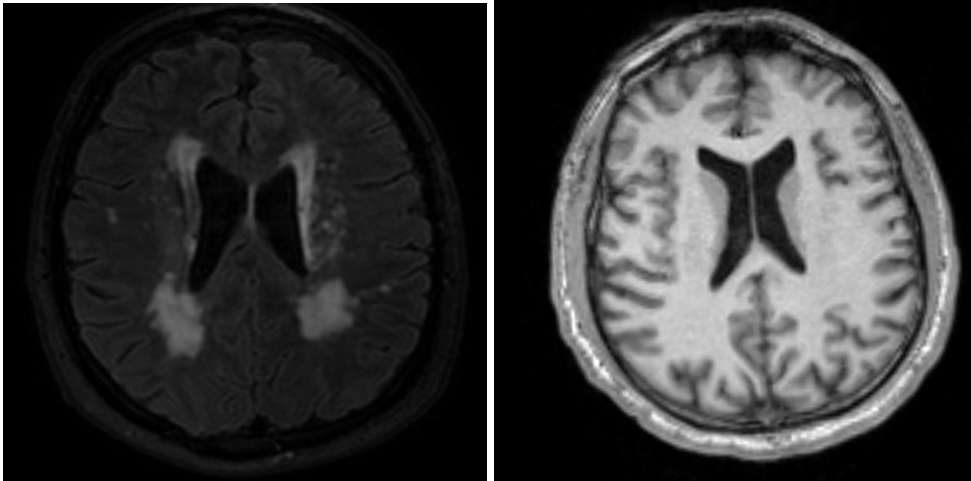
Corte axial de imagen FLAIR. Caso E069-3 (Izquierda). Corte axial de imagen T1. Caso E075 (Derecha).
